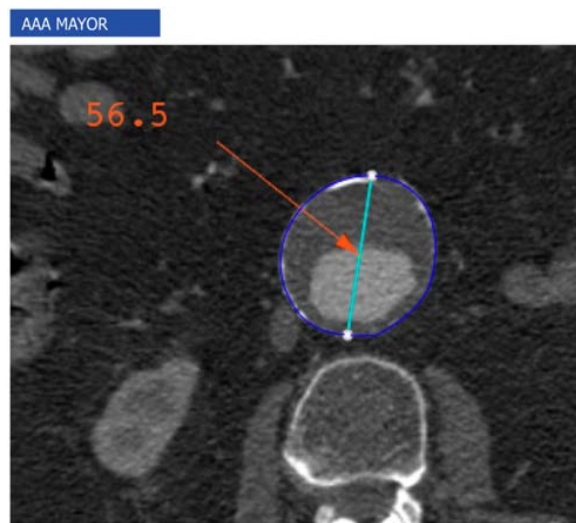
Corte axial de angio-TC que muestra técnica de medición de diámetro máximo de AAA.
